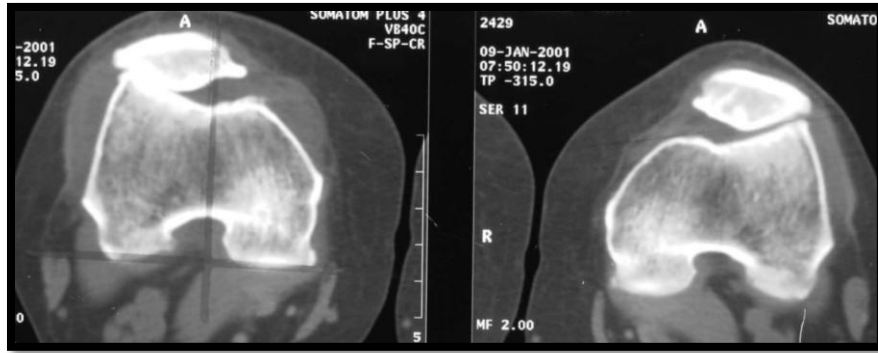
TAC de rótulas a 20 grados de flexión. Donde se evidencia disminución importante del espacio articular patelofemoral con inclinación de la rótula y lateralización de la misma.
